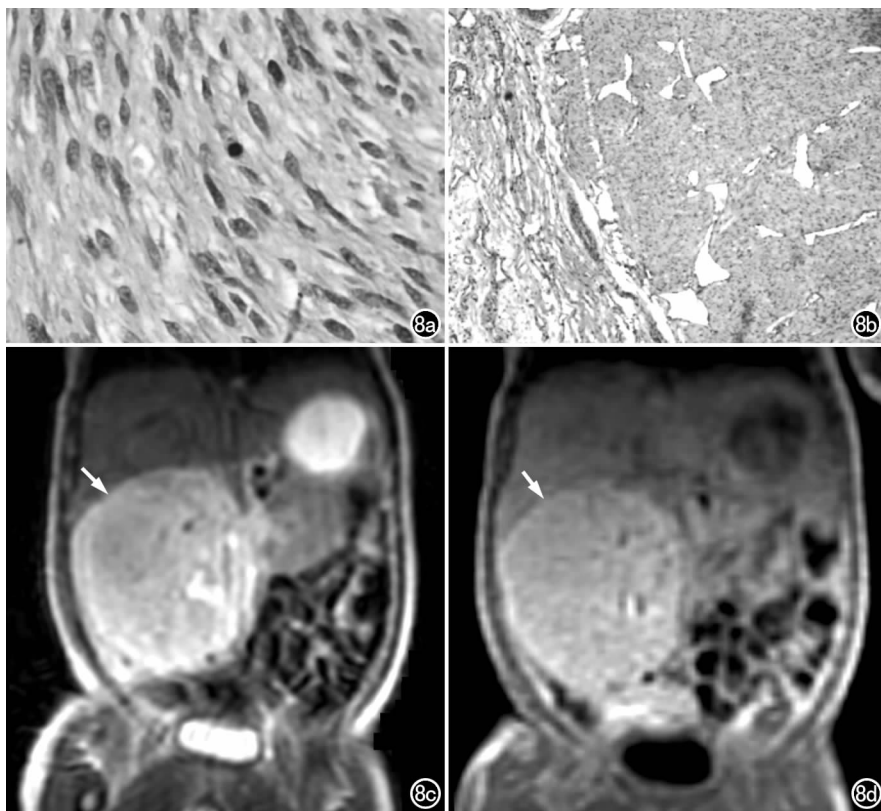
右肾中胚层肾瘤。a) 镜下示肿瘤由排列成束的梭形细胞组成, 瘤细胞密集, 排列成漩涡状或编织状, 核分裂相多见($\times 800$, HE); b) 镜下示肿瘤浸润肾实质($\times 100$, HE); c) MRI 冠状面 T_2 WI, 显示右肾实性肿块呈不均匀高信号(箭), 其内有小囊, 边界比较清晰; d) 冠状面 T_1 WI 增强扫描, 示右肾实性肿块占据大部分肾实质(箭), 边界比较清晰, 有轻度强化。
